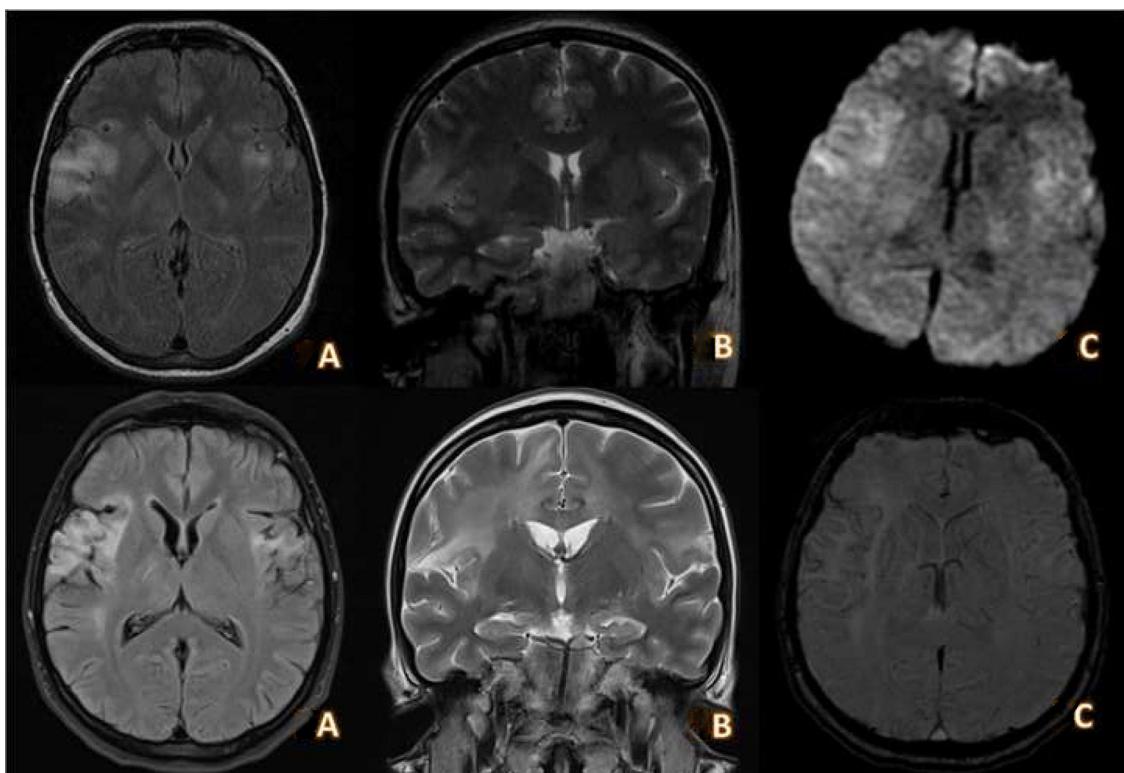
RM cerebral realizada en la fase aguda (1) y 20 días después, tras la finalización del tratamiento antiviral (2). A y B) Cortes axial y coronal con secuencia T2-FLAIR que muestra lesiones hiperintensas que se extienden por corteza insular, giros temporales superiores hacia las circunvoluciones pre- y poscentrales y cingular de predominio derecho. C) Secuencia DWI en la que se aprecia moderada restricción de la difusión en las lesiones descritas. A y B) Cortes axial y coronal con secuencia T2-FLAIR en la que se aprecian áreas de gliosis con necrosis quística con distribución insular, opercular y frontotemporal bilateral de predominio derecho. C) Secuencia SWI en la que se aprecian depósitos de hemosiderina de predominio en región insular derecha compatible con siderosis superficial residual a encefalitis.
